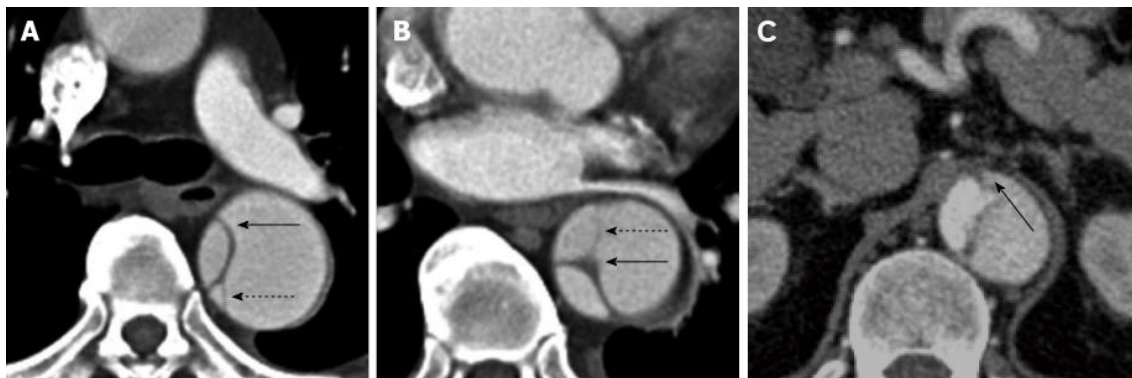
Imagens axiais de aortografia por TC. A e B - Sinal de teia de aranha: as imagens revelam um *flap* da íntima/média (setas) com “fios” de média incompletamente dissecada (setas tracejadas). C - Sinal de bico (seta): note-se o ângulo agudo entre o *flap* da íntima e a parede externa do LF, o de maior calibre. (35)
